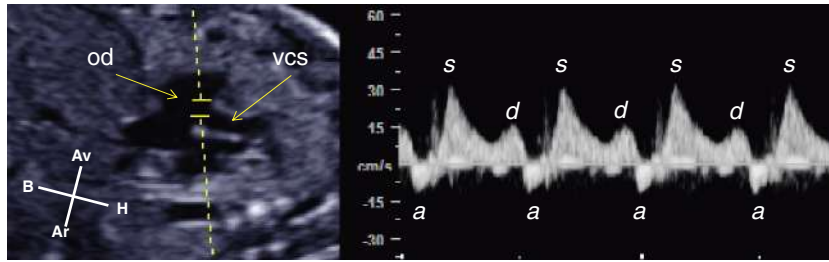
Spectre Doppler de la veine cave supérieure (vcs). Le volume d'échantillonnage est placé à l'abouchement de la veine cave supérieure dans l'oreillette droite (od). Pendant la systole auriculaire, le flux est caractérisé par une brève inversion du flux sanguin (onde a). L'onde s correspond au flux contemporain de la contraction du ventricule droit et l'onde d au flux contemporain du remplissage passif du ventricule droit en début de diastole.
